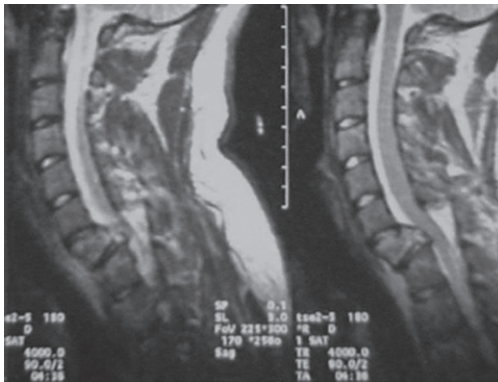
Initial MRI showing the burst fracture of C7 with angulation and olisthesis. The spinal cord is in contact with the bony prominence but no pathologic signal is visible
